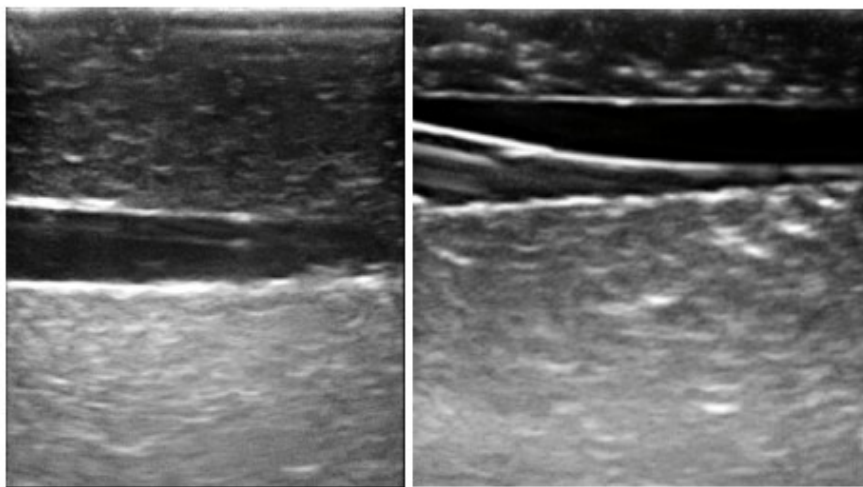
Visión del vaso sanguíneo por ecografía con la guía del dispositivo en modo 2D.
